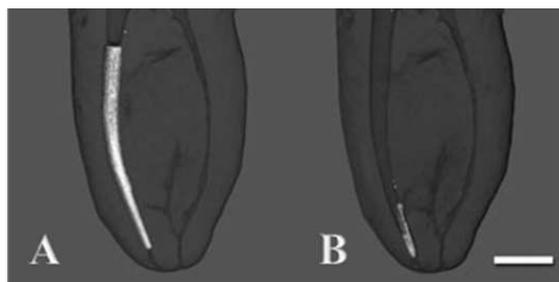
Imagem de microtomografia computadorizada. A - Antes do retratamento. B - Após o retratamento com remanescentes de material obturador no terço apical. A barra representa 3 mm.
